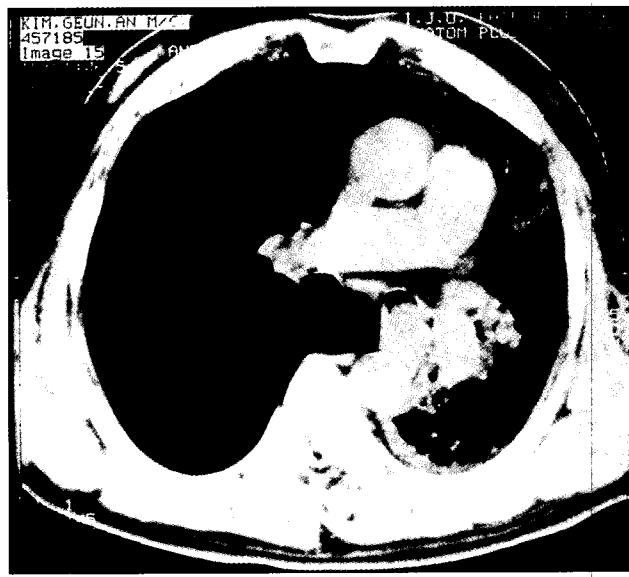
Chest CT view: the tumor revealing slightly irregular contour and growth through the left main bronchial wall, a marked obstruction of left main bronchus.
